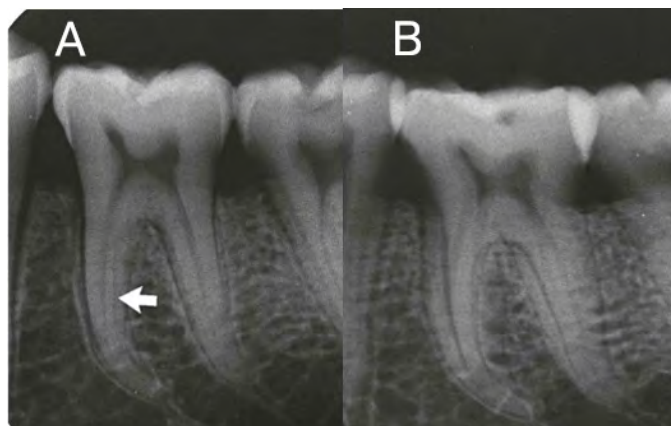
Radiographie centrée (A) et excentrée (B) afin de mieux juger l'anatomie radiculaire, ici mettant en évidence les deux racines mésiales de la première molaire mandibulaire gauche. (14)
